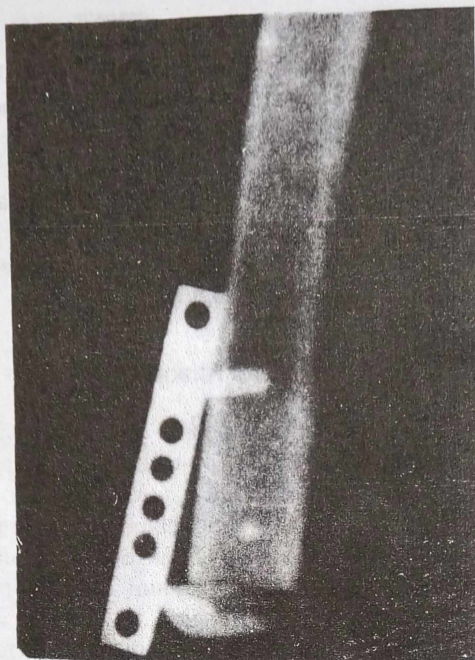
Фото рентгенограми. Приклад кістковопластичної ампутації по Гріті-Шимановському з фіксацією колінної чашки компресуючим елементом.
